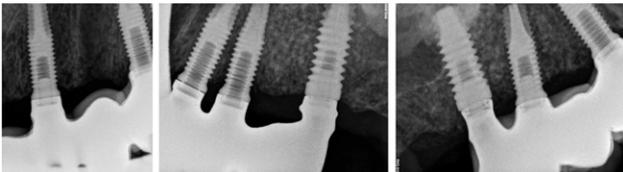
Rx periapical el día de la carga de los implantes.
